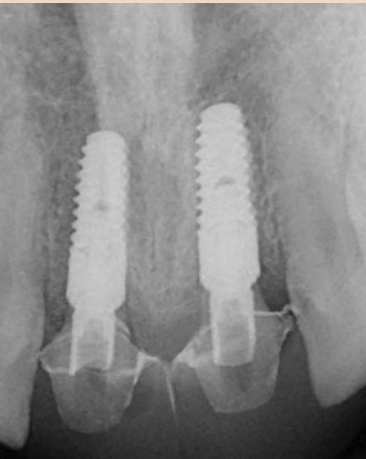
Цифровая рентгенограмма, демонстрирующая, что расстояние от интерпроксимального контакта коронок до межзубной кости составляет менее 5 мм
